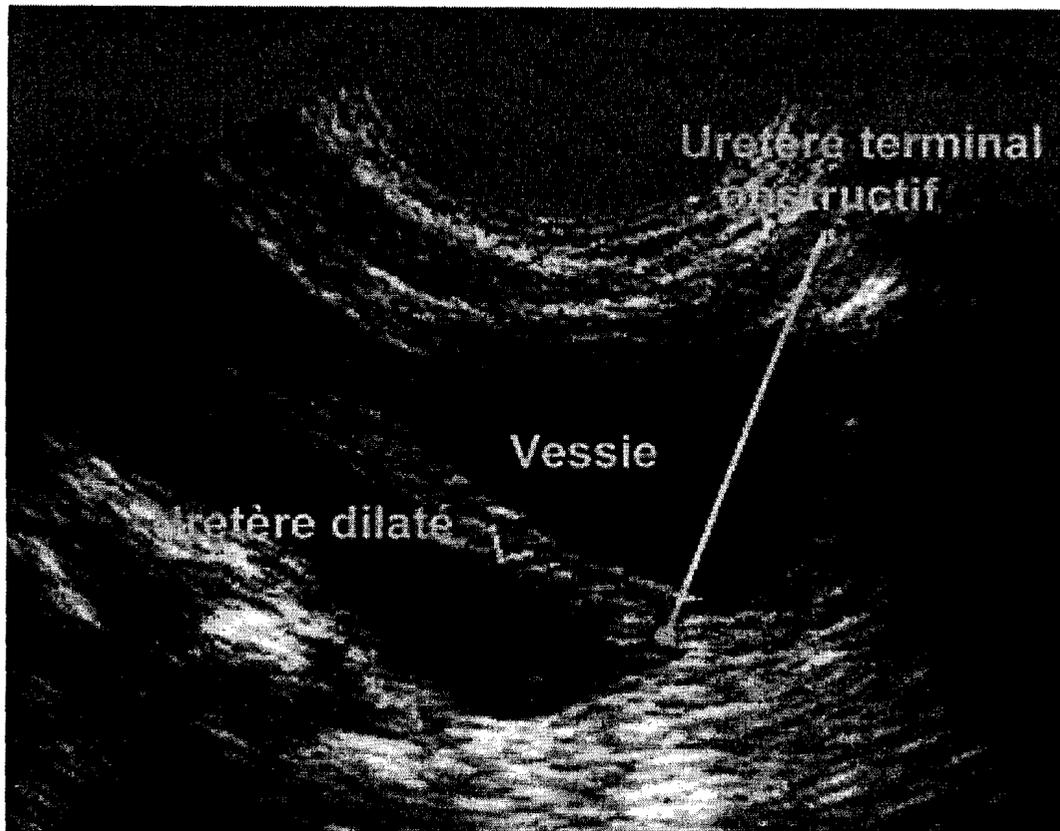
Méga urètre primitif obstructif congénital (aspect en échographie) [29]
